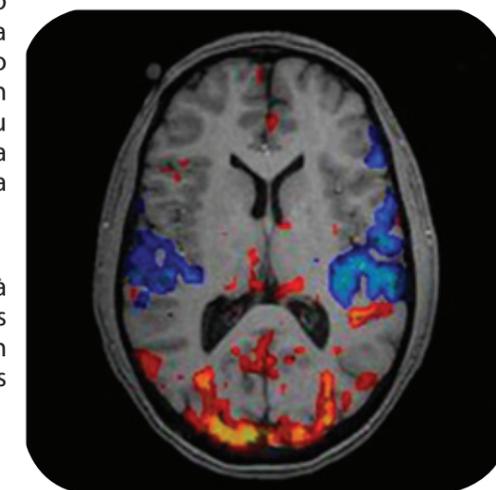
Imagem de ressonância magnética funcional com zonas de activação. Fonte: <http://projectodeimagiologia.blogspot.pt>
